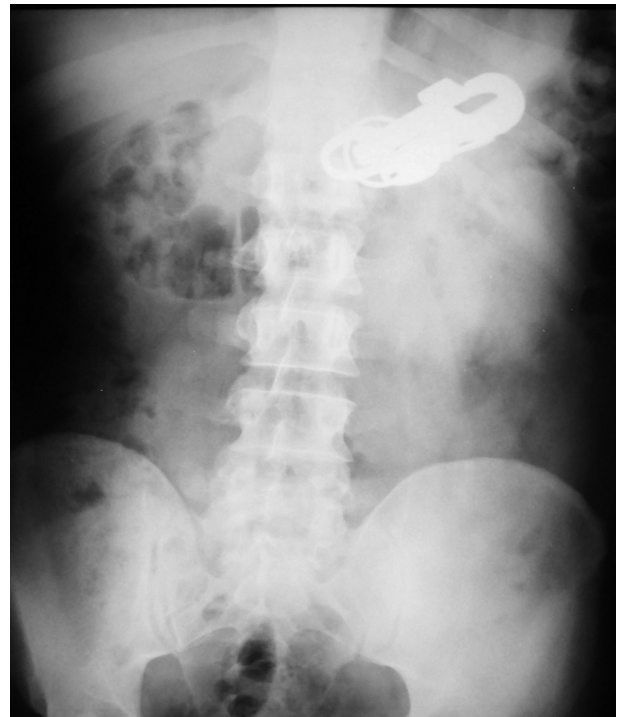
Radiografía simple de abdomen donde se objetiva la presencia de un cuerpo extraño.
